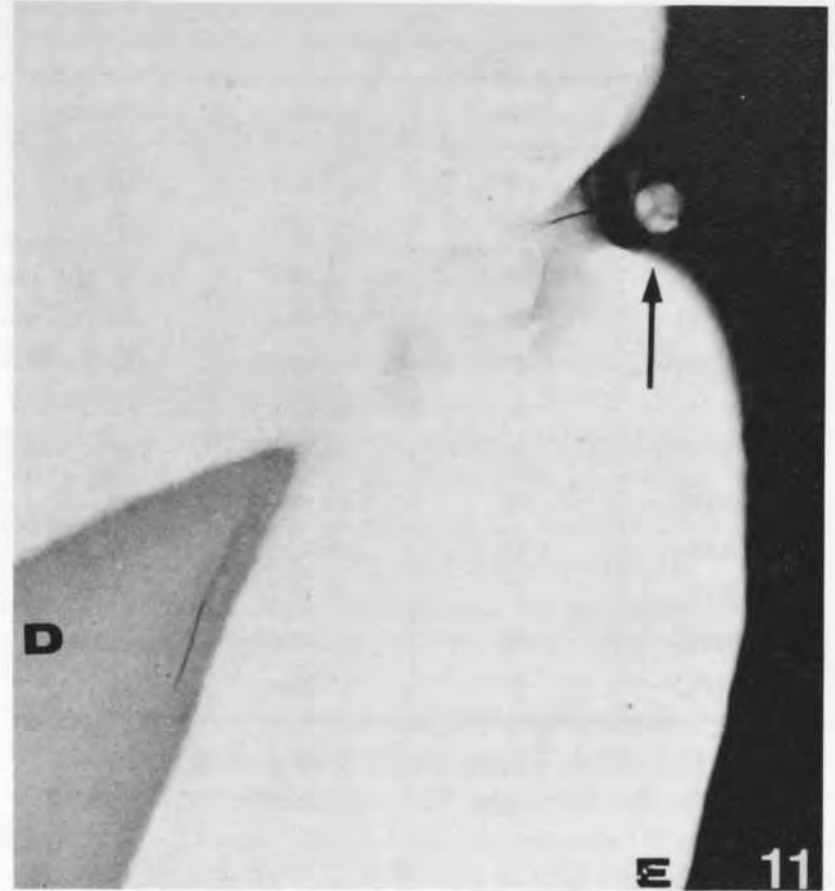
Incisive latérale supérieure surnuméraire. Hypoplasie cuspidienne de l'émail. E: émail. D: dentine. Flèche: calcoglobule. Microradiographie  $\times 180$ .
